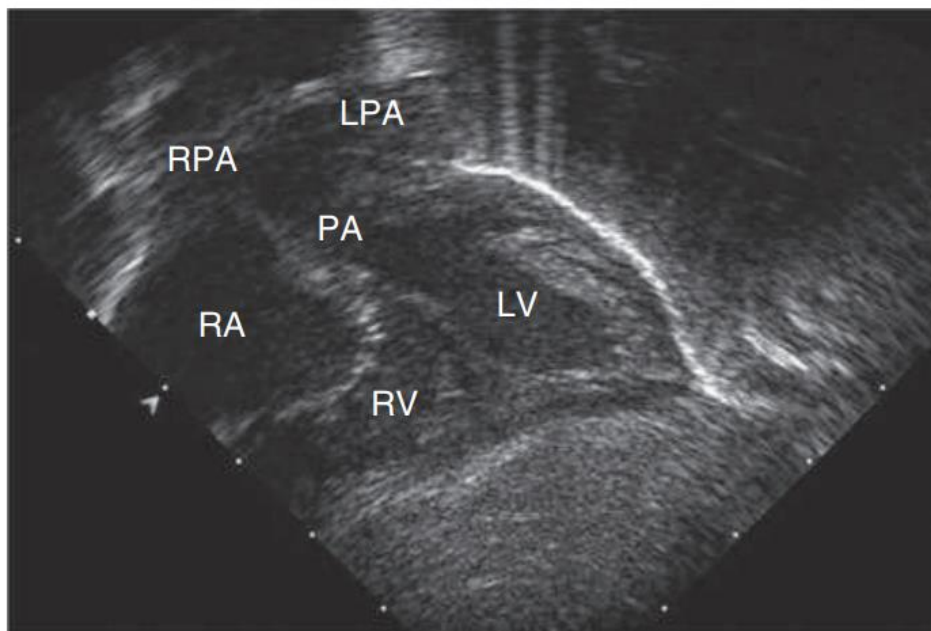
Subcostal four-chamber 2D echocardiographic demonstration of d-transposition of the great arteries. The pulmonary artery (PA) can be seen arising directly from the left ventricle (LV). The immediate bifurcation of this great vessel into the branch pulmonary arteries differentiates it from the aorta, which branches more distally from the heart. LPA, Left pulmonary artery; RA, right atrium; RPA, right pulmonary artery; RV, right ventricle.
